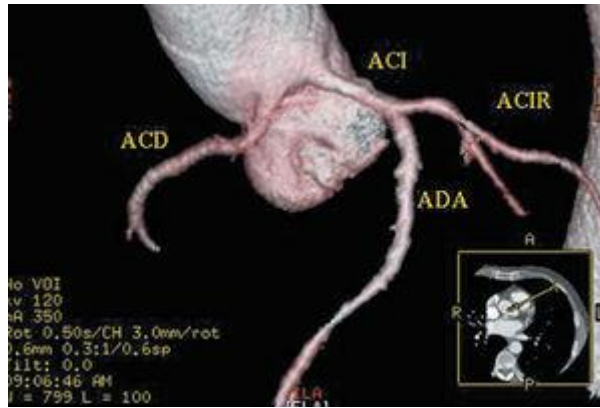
Tomografía computarizada multicorte (16 cortes); reconstrucción tridimensional «renderizada» en la que se objetiva una arteria coronaria derecha (ACD) que se origina en el seno de Valsalva izquierdo. ACI: arteria coronaria izquierda; ACIR: arteria circunfleja; ADA: arteria descendente anterior. Cortesía del Dr. Joaquín Alonso. Servicio de Cardiología y Servicio de Diagnóstico por Imagen. Hospital de Fuenlabrada. Madrid.
